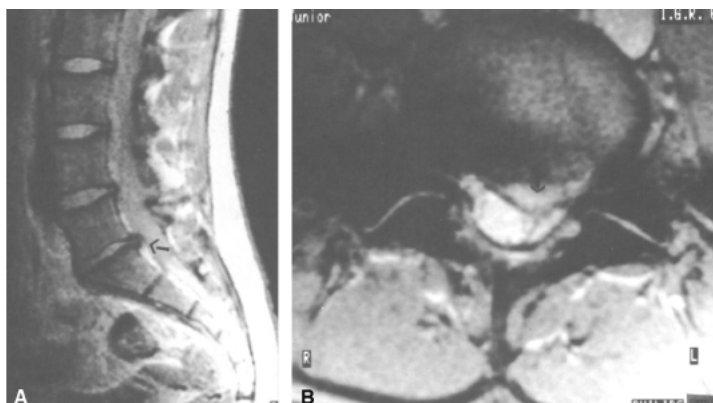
Hérnia discal. Ressonância magnética da coluna lombossacra, mostrando uma hérnia de disco em L5 e S1, nos planos sagital (A) e transversal (B).
